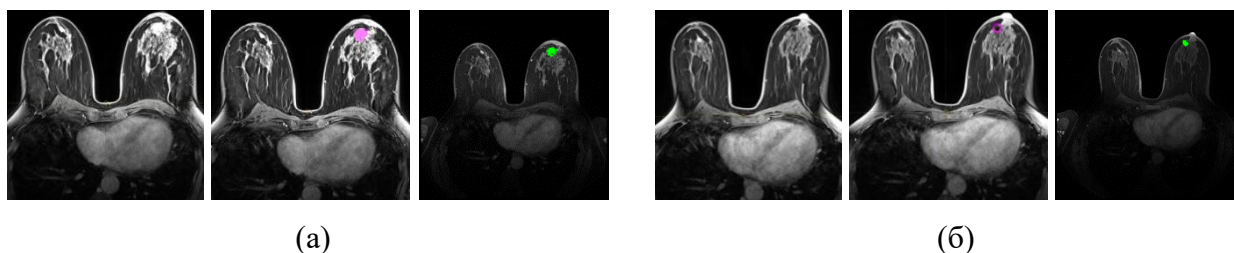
МРТ снимок пациентки N2, (а) – до начала НАТ, (б) – определение метки после НАТ. В каждом блоке три фрагмента: исходное изображение опухоли в левой молочной железе, сегментация в LifeX (розовая область), сегментация в Python (зеленая область)
